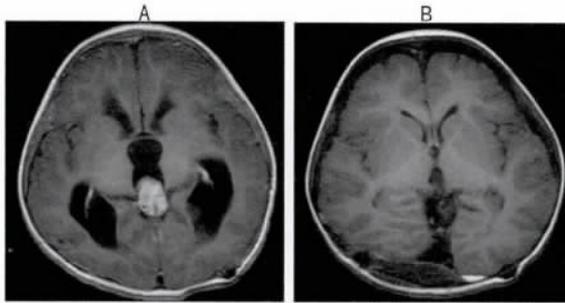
病例4患者术前、术后轴位增强MRI扫描 A. 术前MRI示三脑室后椭圆形长T1、T2信号影,不均匀强化,幕上脑室扩大; B. 术后MRI示肿瘤全切除,幕上脑室较术前明显减小
